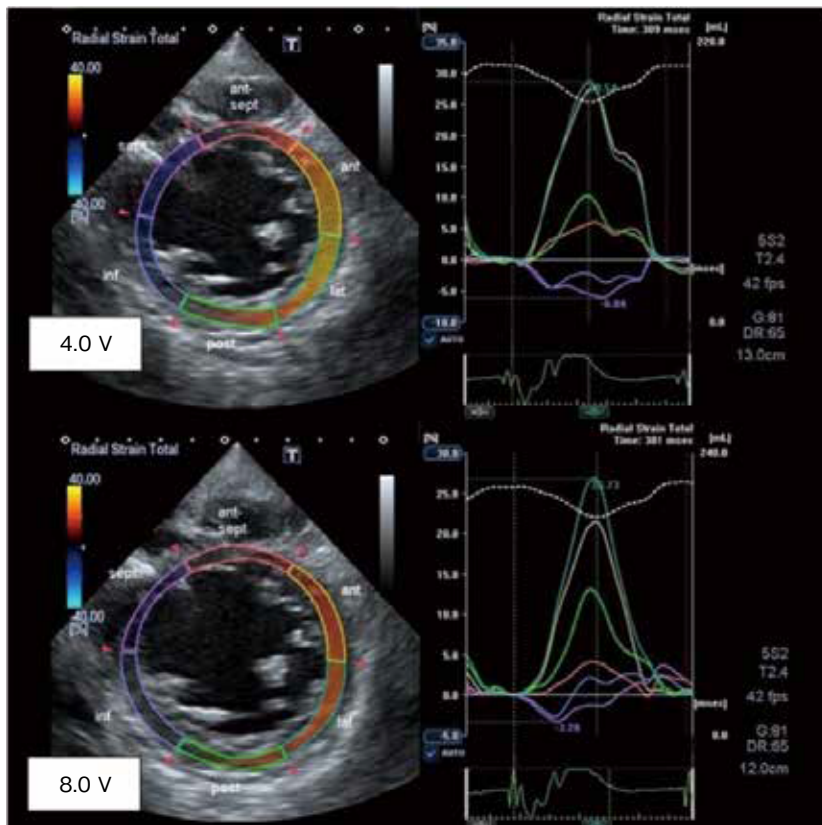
経胸壁心エコー左室短軸像における radial strain法での dyssynchrony の評価
